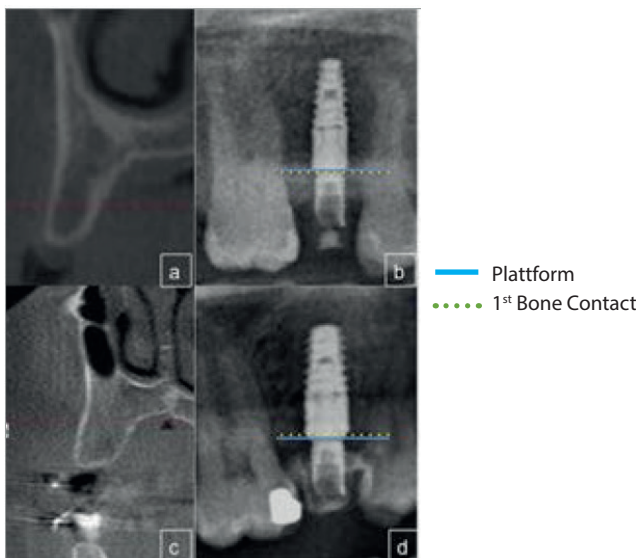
Oben: Lappenlose Technik: CT der Ausgangssituation und vergrößerte Darstellung der Messungen zwischen Implantatplattform und erstem Knochenkontakt. Unten: Standardtechnik mit vergrößerter Darstellung der Messungen.⁷⁹⁾
